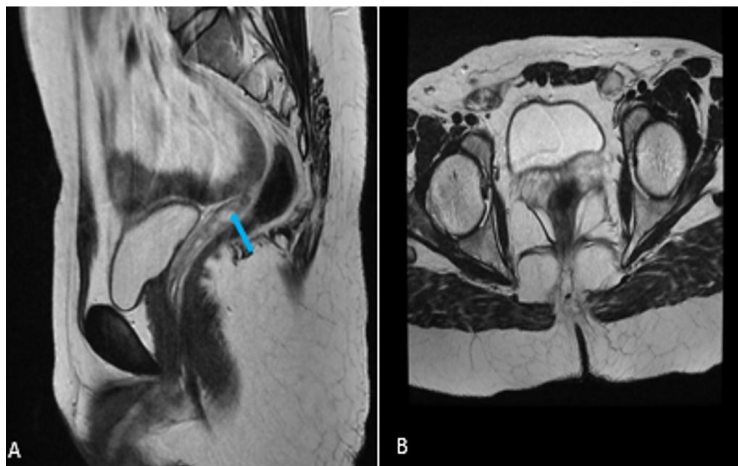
IRM pelvienne séquences sagittale (A) et axiale (B) pondérée en T2 : absence complète de l'utérus, du col utérin, des trompes et des ovaires. À noter un vagin borgne (flèche bleue) (A).
